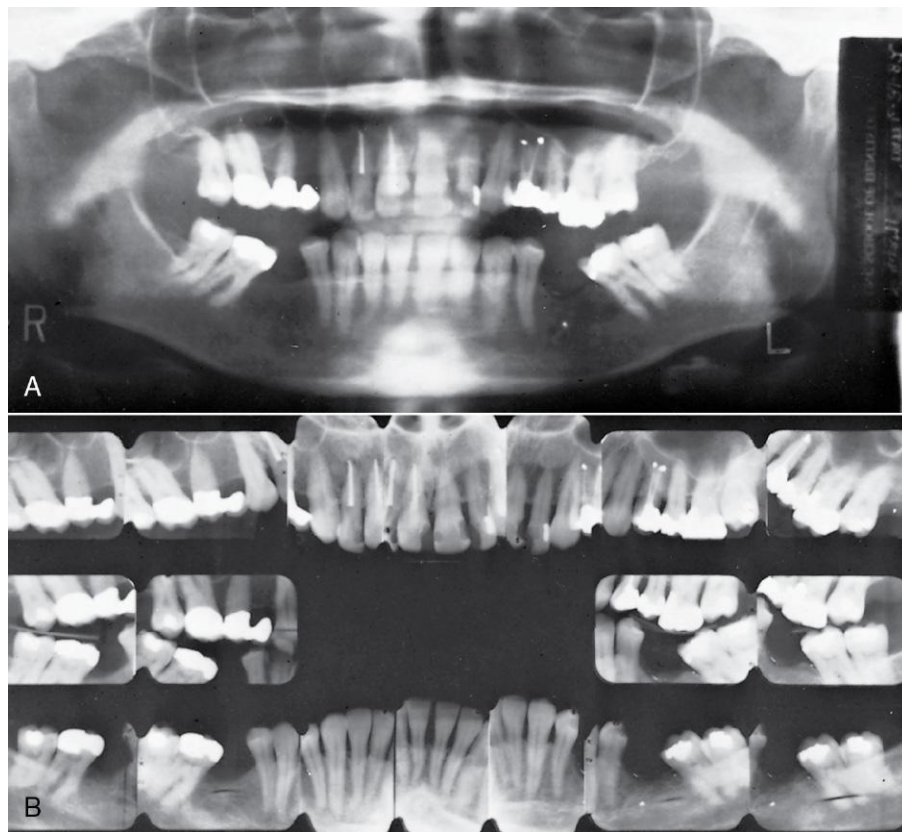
A y B. Para los adultos comprometidos periodontalmente que son candidatos habituales para la ortodoncia complementaria, suelen necesitarse tanto una radiografía panorámica como radiografías periapicales de la zona que se va a tratar. En la actualidad, la enfermedad periodontal es la principal indicación para las radiografías periapicales. En este paciente, que es un candidato para el tratamiento ortodóncico complementario, solo puede obtenerse información adecuada de la morfología radicular, la enfermedad dental y la destrucción periodontal mediante radiografías periapicales bien tomadas.
